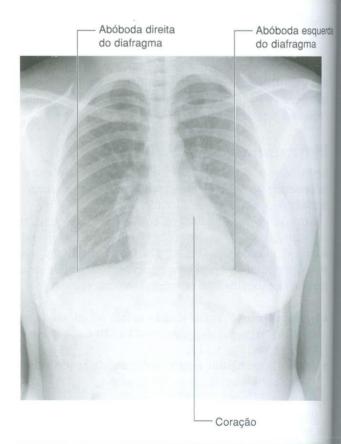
Abóbodas direita e esquerda do diafragma. Radiografia de tórax.
